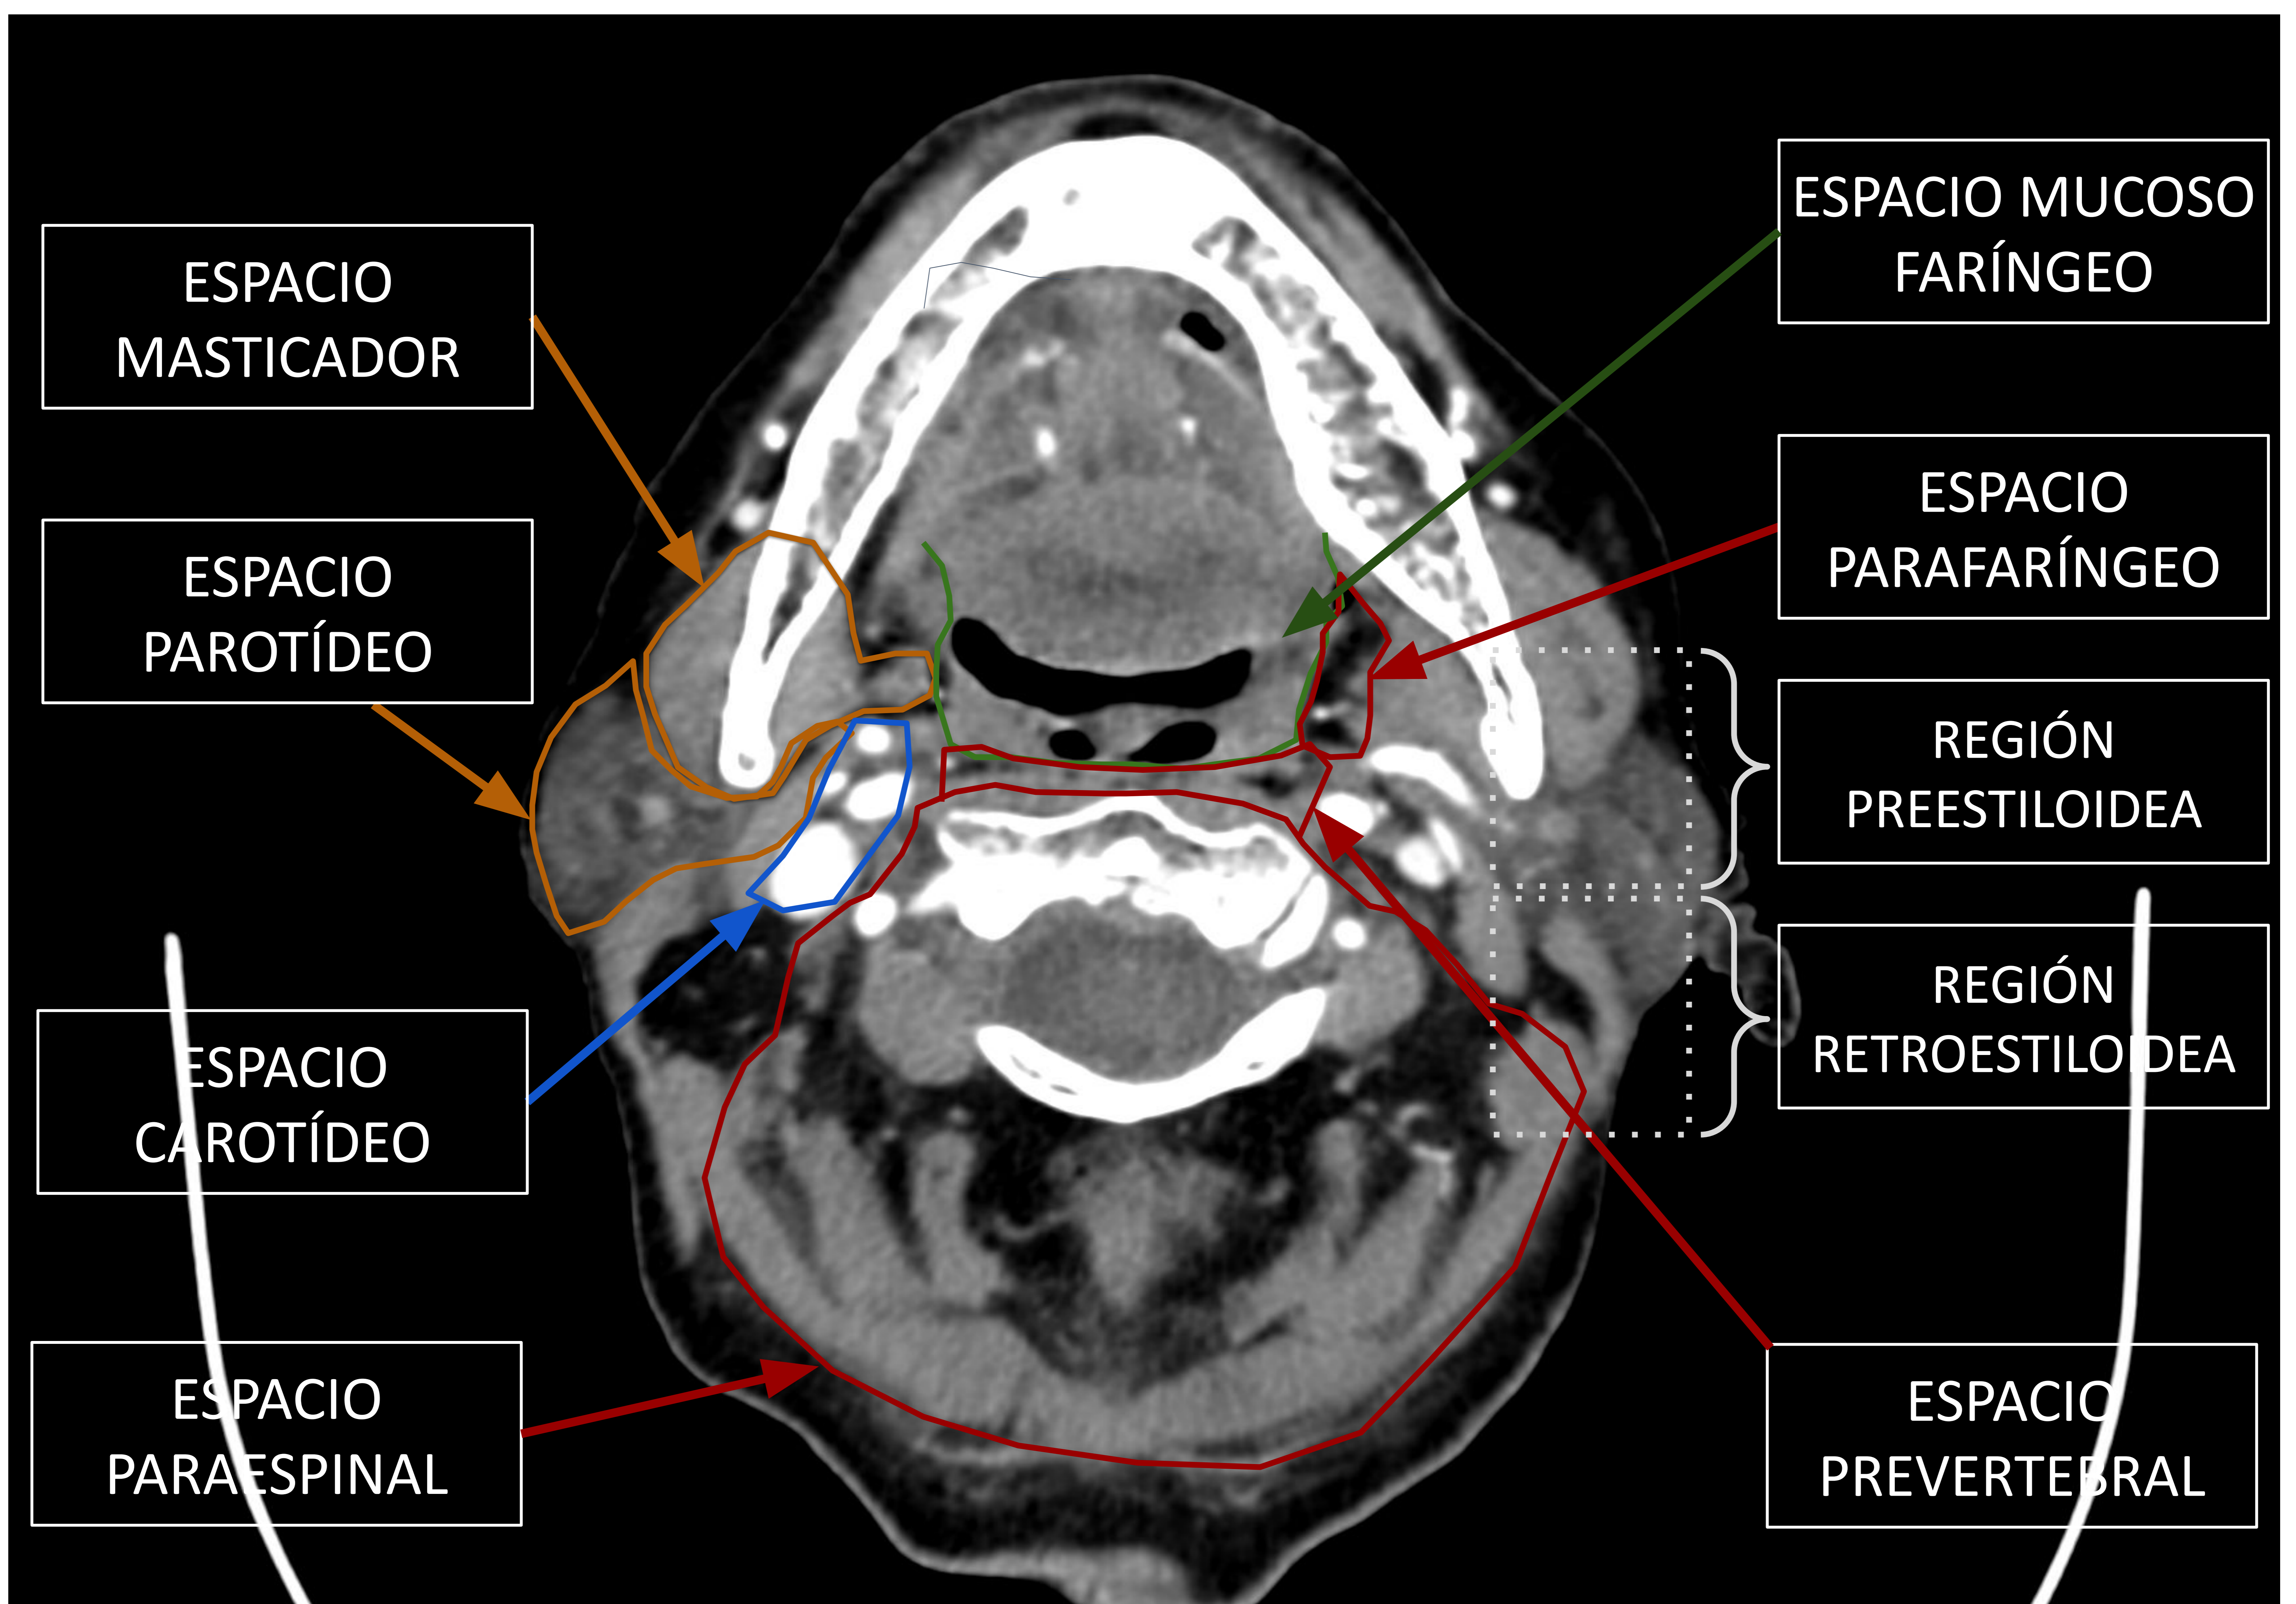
Corte axial de un TC de cuello con contraste. Se ejemplifican los espacios suprahioides pertinentes.
